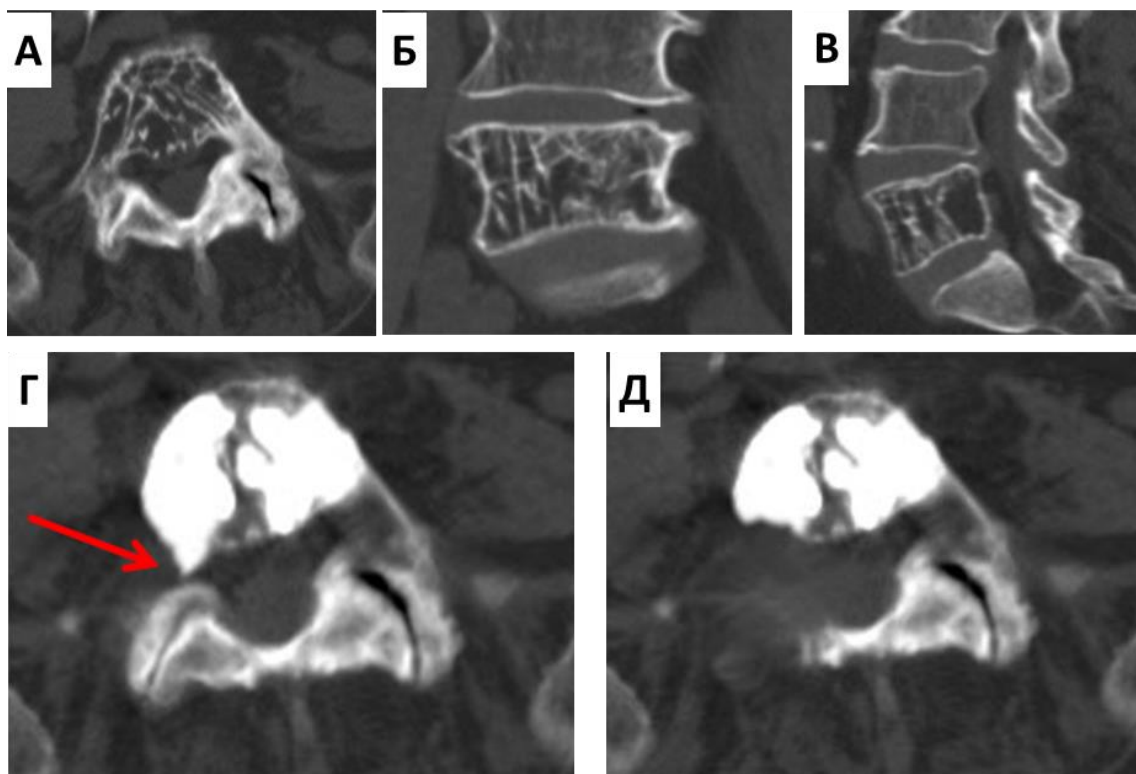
Клинический пример экстравертебральной фораминальной миграции костного цемента. А, Б, В – КТ-исследование L5 позвонка до операции. Г – КТ-исследование L5 позвонка после операции. Экстравертебральная миграция через дефект кортикального слоя костного композита в фораминальное отверстие с компрессией L5 корешка справа (красная стрелка). Д – состояние после ревизионного декомпрессивного вмешательства на уровне L5–S1
